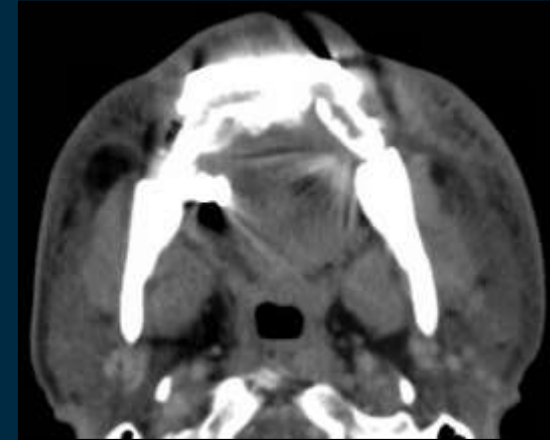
Imagen de TC mostrando cambios postcirugía reciente de cavidad oral, con importante edema subcutáneo y en torno a cavidad oral sin colección.
